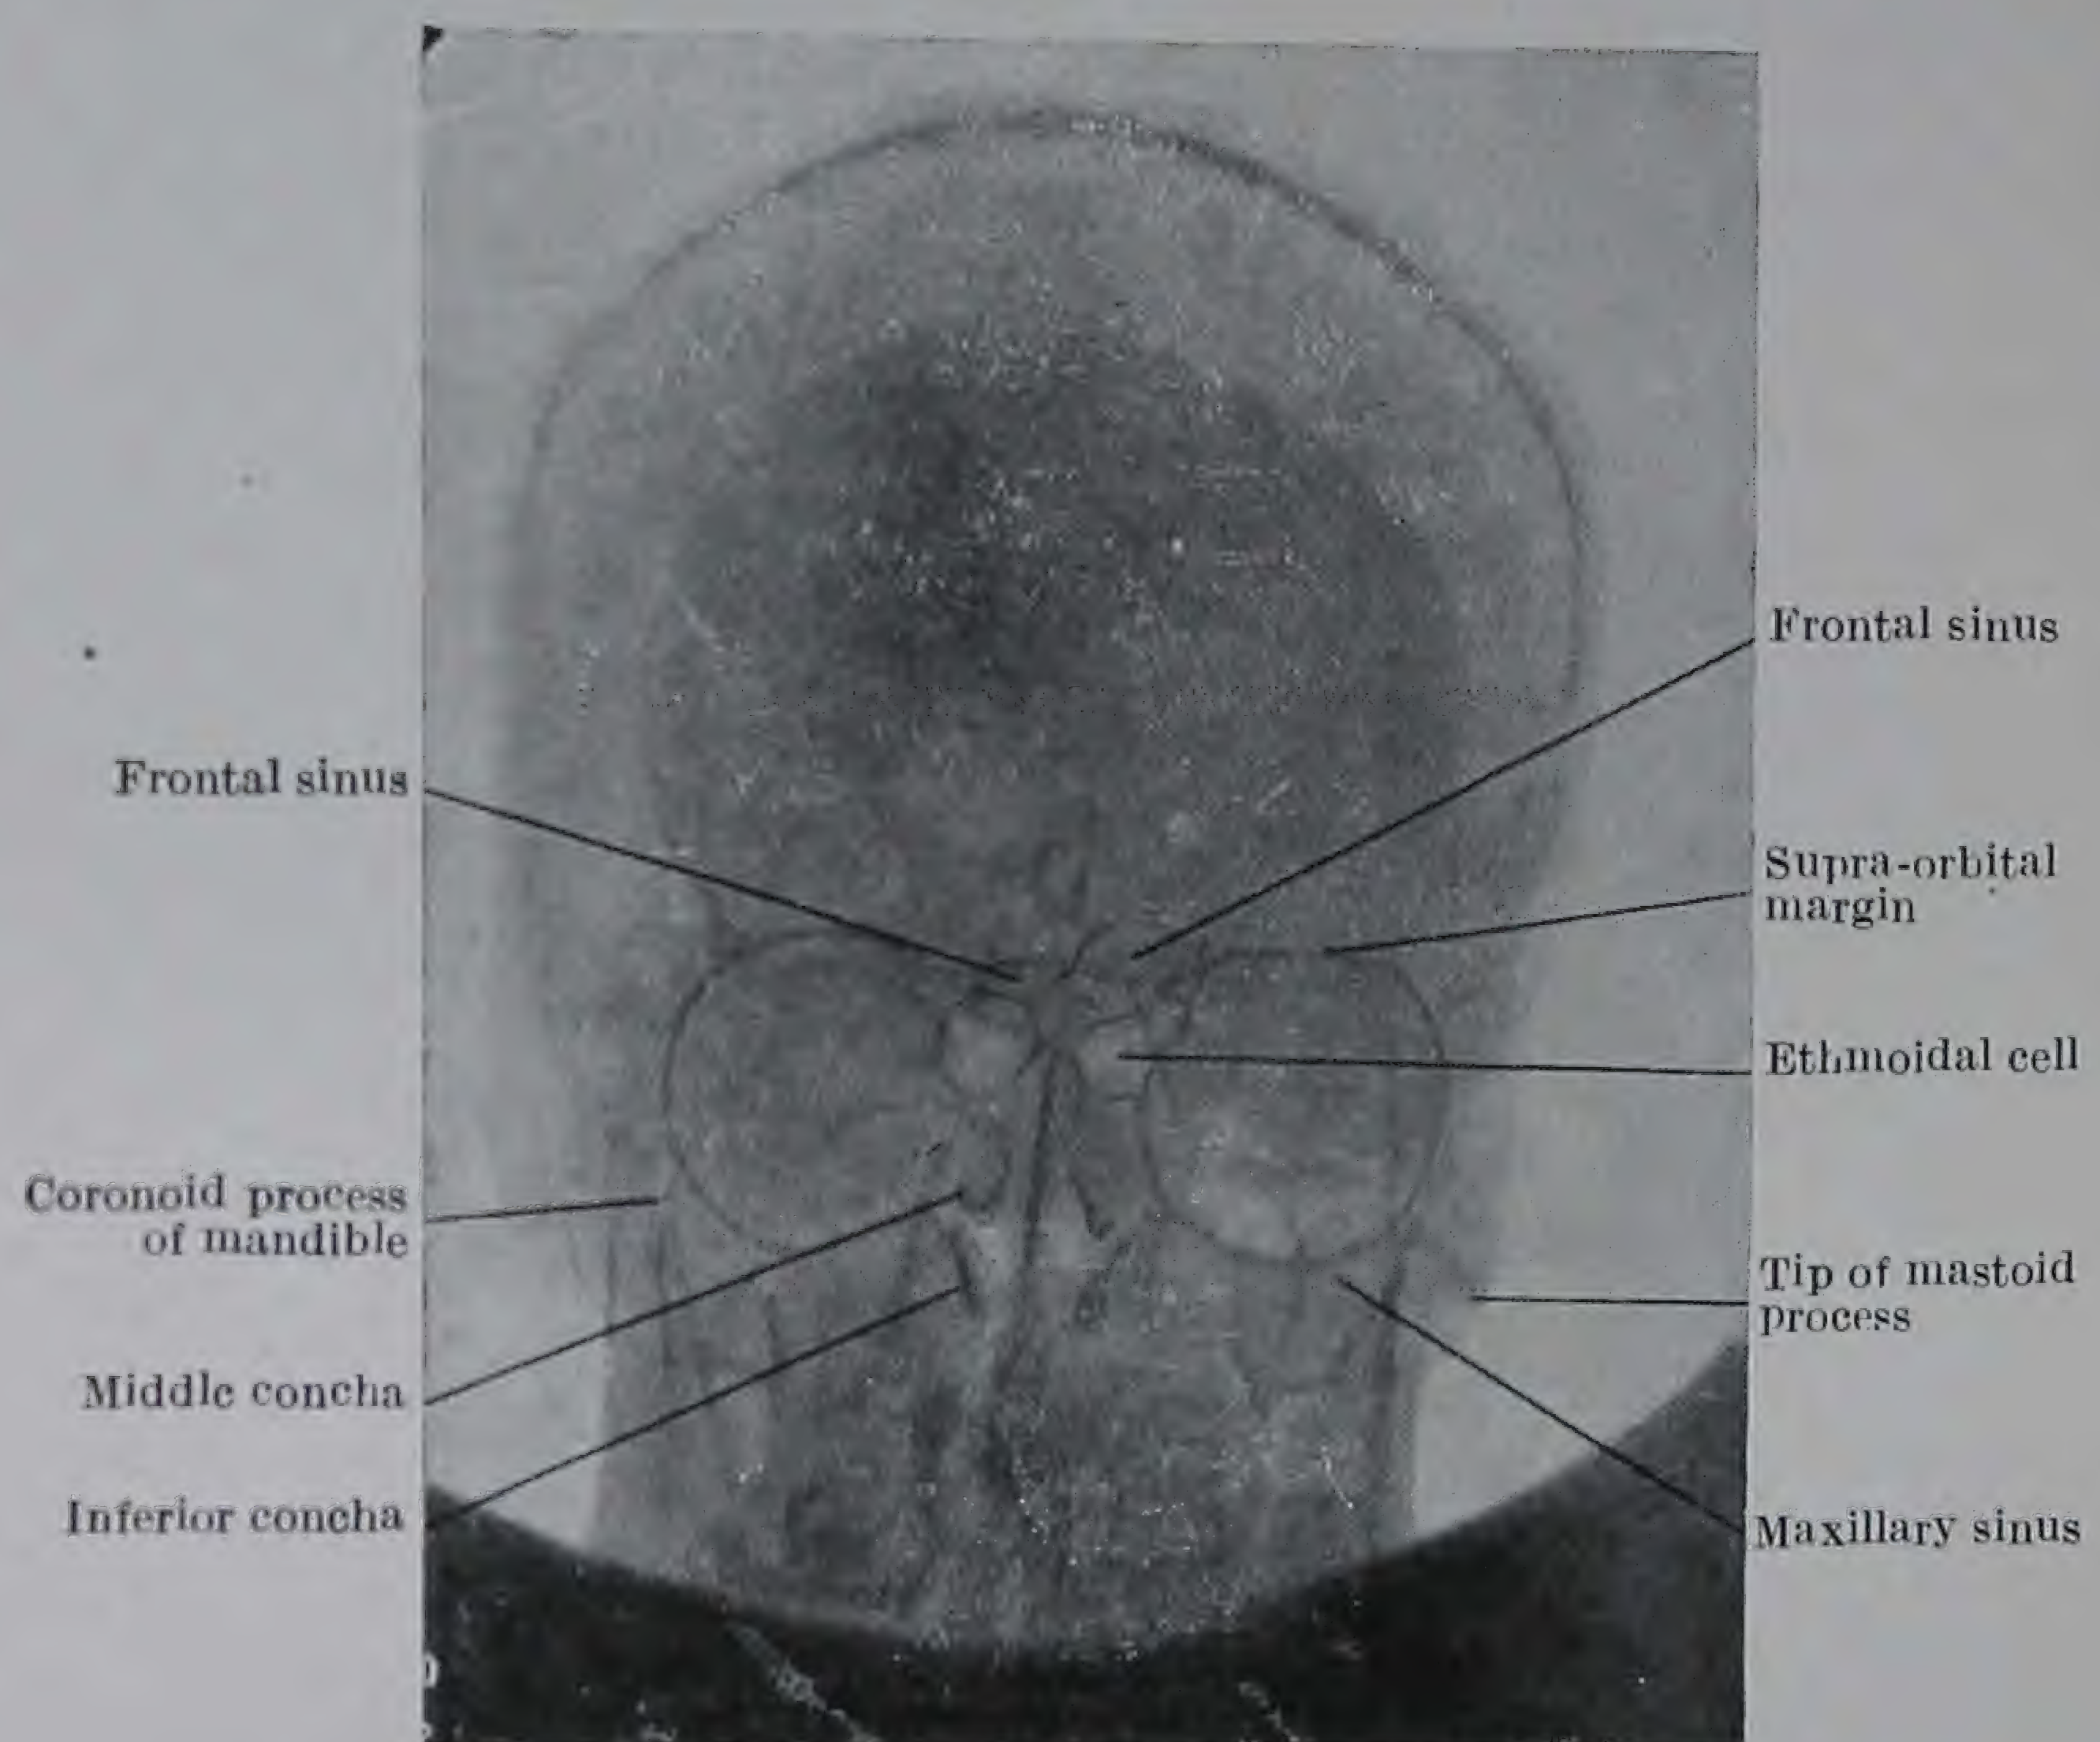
Antero-posterior radiograph of Living Skull- [Gouldsbrough.]
